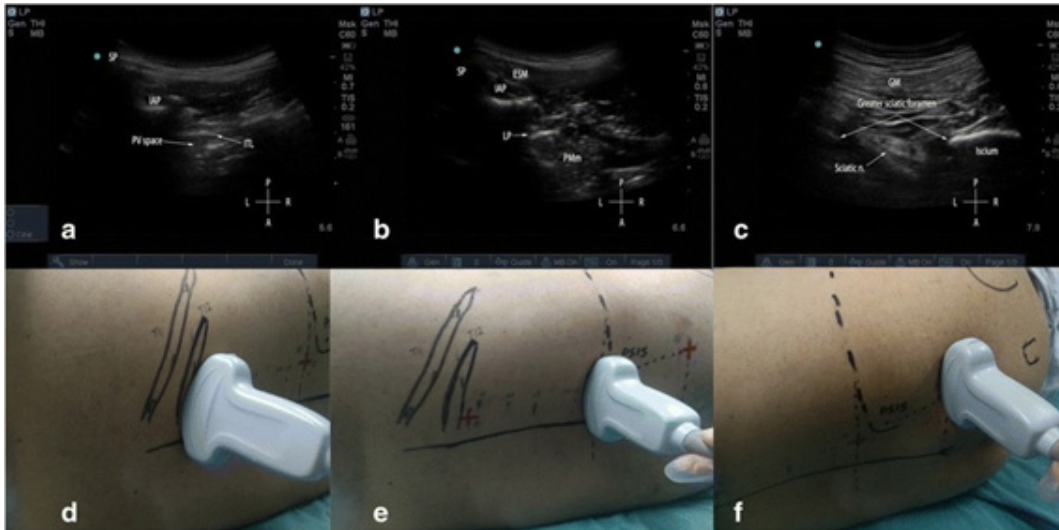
a: ultrassonografia do espaço paravertebral T12; b: ultrassonografia do plexo lombar posicionada transversalmente e; c: ultrassonografia do plexo sacral transversalmente ao nível do hiato sacral como no painel¹.
